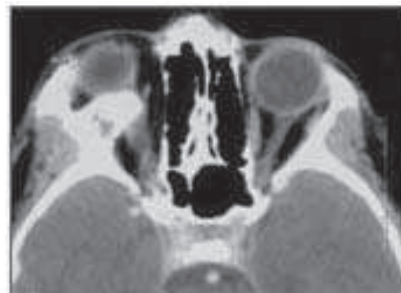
TDM en coupe axiale et coronale : Méningiome ectopique intra orbitaire droit
